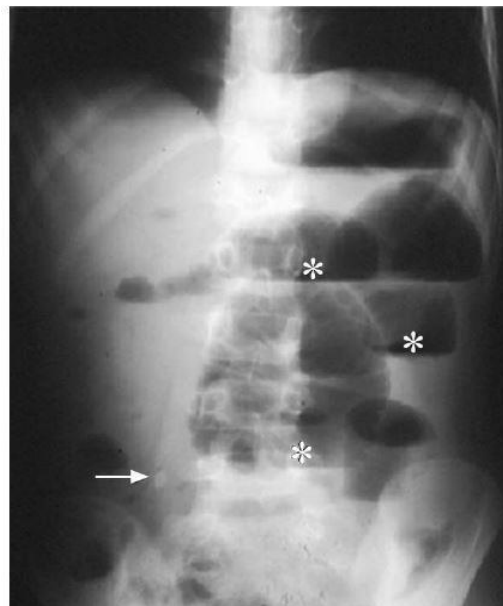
radiographie d'abdomen sans préparation avec une stercolithe (Flesch) et des niveaux hydro-aériques d'occlusion intestinale chez un enfant ayant une péritonite appendiculaire
